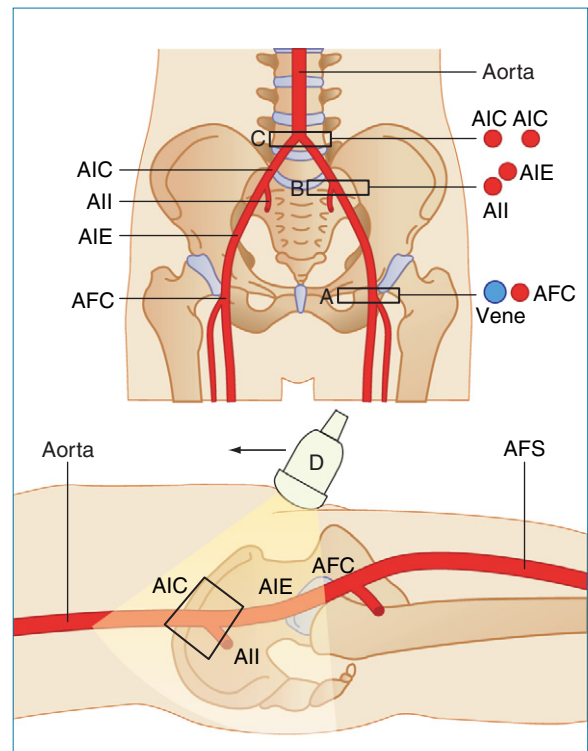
Schallkopfpositionen zur Darstellung der A. femoralis communis (AFC) und der aortoiliakalen Arterien. A: AFC im Querschnitt. B: Abgang der A. iliaca externa und der A. iliaca interna im Transversalschnitt. C: Aortenbifurkation im Querschnitt. D: Arterien in Längsschnittebene. In der Leiste zu beginnen und etwaige Darmgase mit der Sonde (Pfeil) nach kranial zu drücken, kann die Darstellung erleichtern. Die Platzierung des Farbfensters am Rand des Sektorbildes kann beim Spektraldoppler den Beschallungswinkel verbessern.
